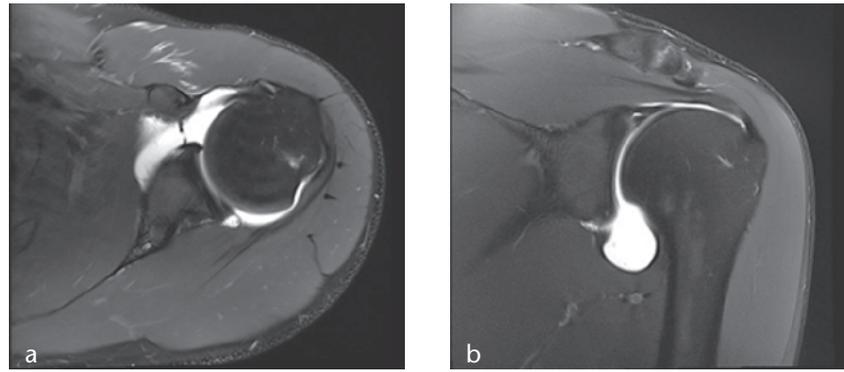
Axiale und koronare MRT-Schicht (T2) mit typischen Befunden nach Schulterluxation: antero-inferiore Kapsel-Labrum-Läsion, Hill-Sachs-Läsion, Gelenkerguss.
